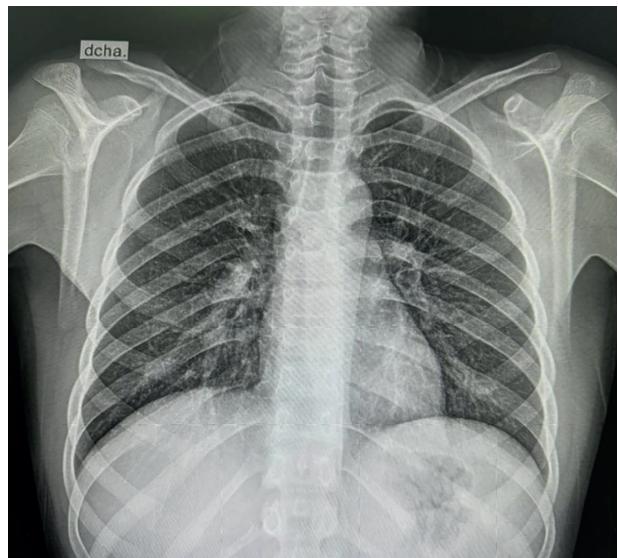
Radiografía de tórax con infiltrado intersticial bilateral.
